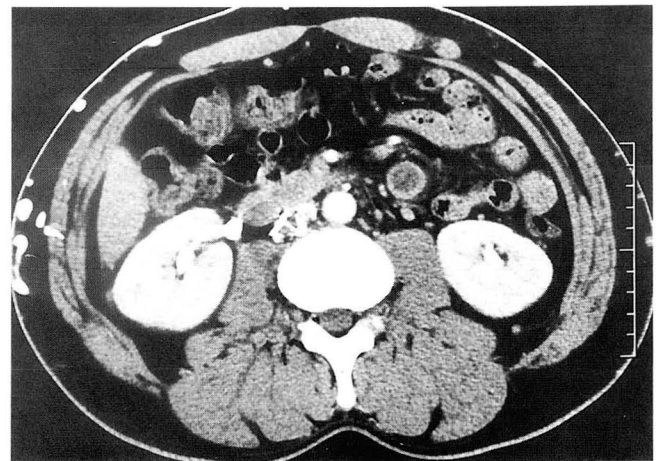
Abdomen CT scan shows occlusion of IVC with multiple collateral vessels in the anterior abdominal wall.
